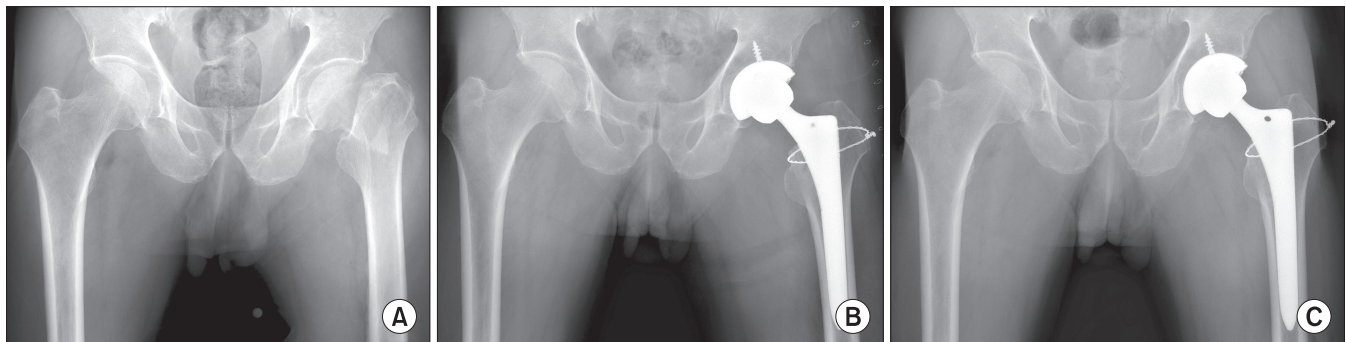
(A) Preoperative radiograph of a 77-year-old male shows a displaced femoral neck fracture. (B) Immediate postoperative radiograph shows additional circlage wiring for an intraoperative liner femoral fracture. (C) Postoperative radiograph at 24 months shows stable fixation of the cementless femoral stem after circlage wiring.
